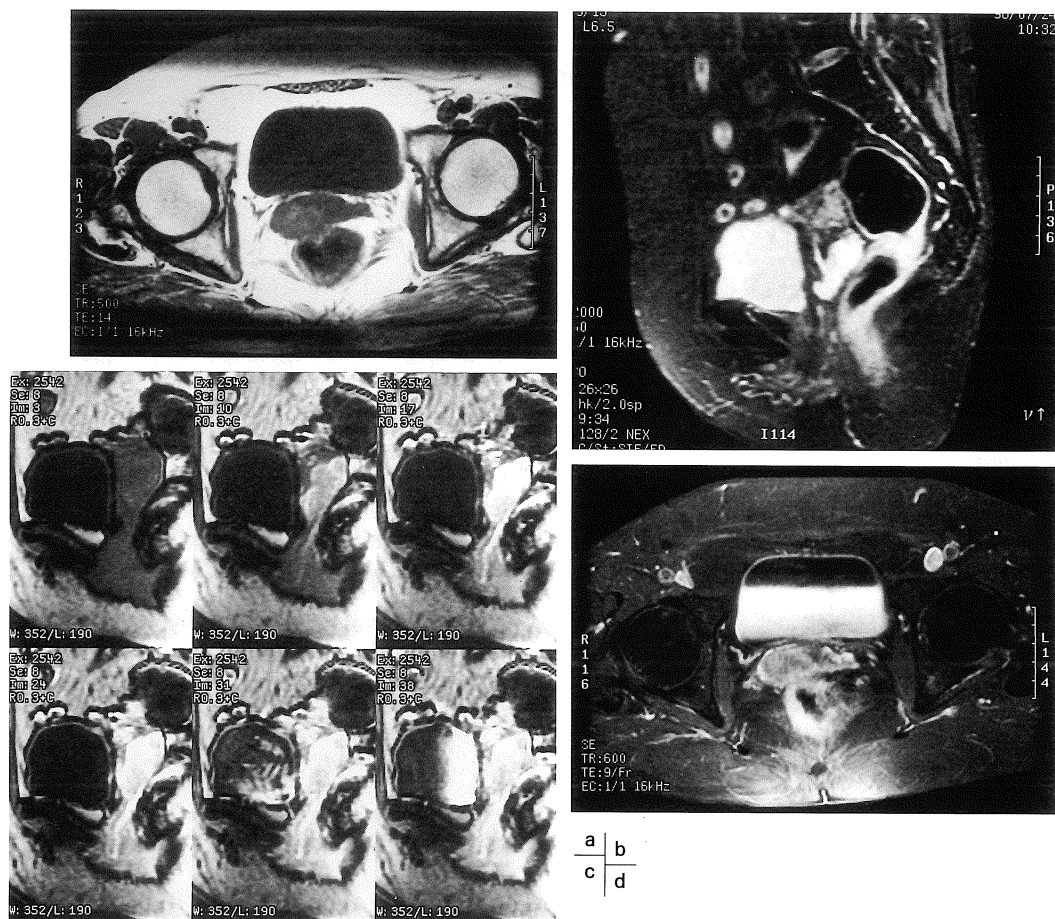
Signal intensity pattern on several MR images a: T<sub>1</sub> weighted spin echo image (500/14) b: fat-suppressed T<sub>2</sub> weighted conventional spin echo image (2000/60) c: dynamic gadolinium-enhanced FSPGR magnetic images (85/2.2, 60 flip angle) (upper left, precontrast; upper middle, 25 seconds postcontrast; upper right, 50 seconds postcontrast; lower left, 75 seconds postcontrast; lower middle, 100 seconds postcontrast; lower right, 125 seconds postcontrast) d: gadolinium-enhanced T<sub>1</sub> weighted spin echo image (600/9) The tumor appeared slightly hyperintense on T<sub>1</sub>-weighted spin echo and was very hyperintense on T<sub>2</sub> weighted images.
